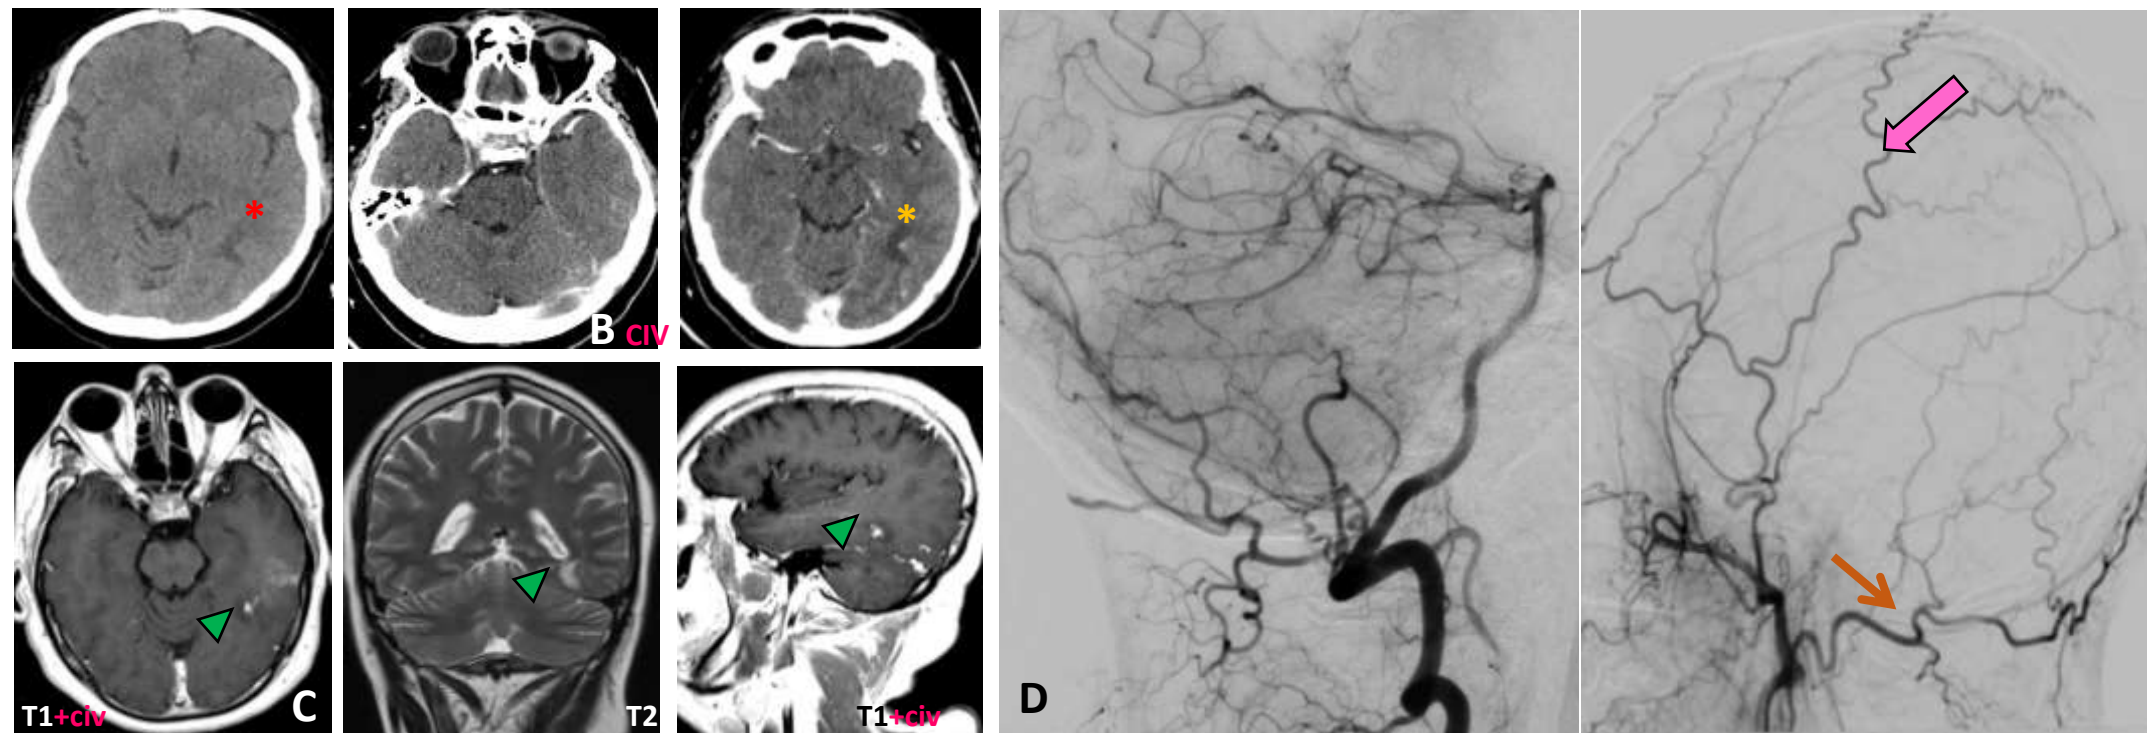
Varón de 45 años sin antecedentes médicos relevantes que presenta una crisis tónico-clónica. A y B) La TC sin contraste y con contraste mostró una hipodensidad focal de 20 mm en la sustancia blanca temporal izquierda cerca del atrio ventricular (*), sin efecto de masa significativo y realce punteado mínimo (*). C) La RM cerebral reveló una anomalía de señal poligonal adyacente al atrio izquierdo y en la región cortical del giro temporal medio izquierdo en secuencias de TR largo. Tras la administración de contraste se identificó una estructura pseudonodular polilobulada en el atrio inferior con un trayecto filiforme hacia la corteza del giro temporal medio, sugestiva de una MAV. D) La angiografía cerebral confirmó una microfístula dural temporal izquierda (flecha delgada) con irrigación arterial de la arteria meníngea media y, en menor medida, de una rama de la arteria occipital. El drenaje se produjo a través de las venas corticales (flecha gruesa) hacia el seno transverso y, posiblemente, hacia el seno sagital superior (grado III de Cognard).
